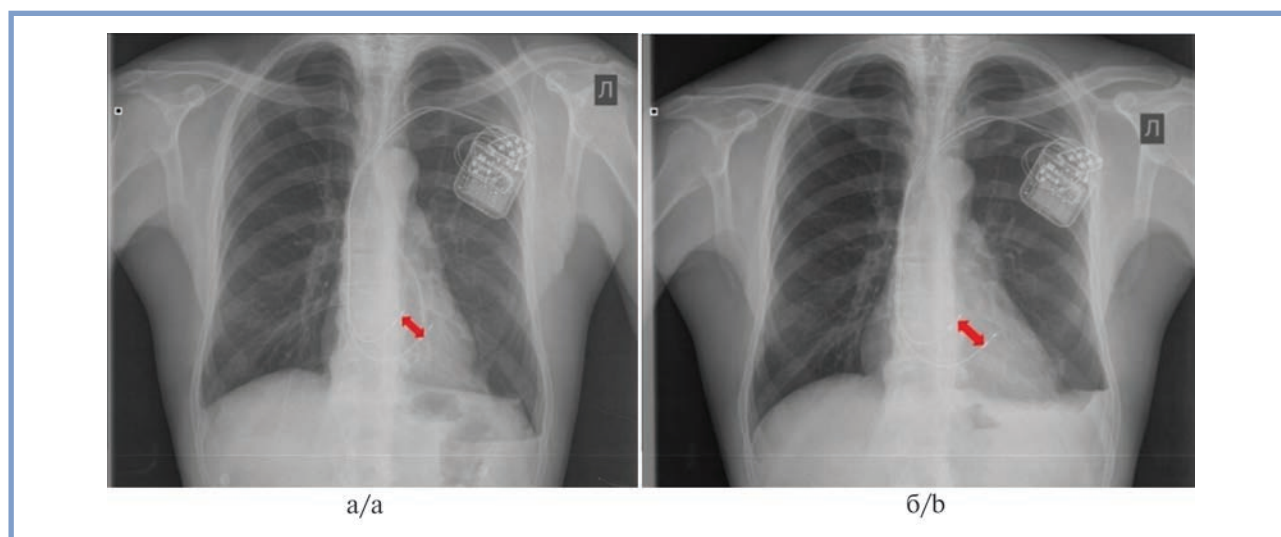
Рентгенограмма ОГК пациента Е.
